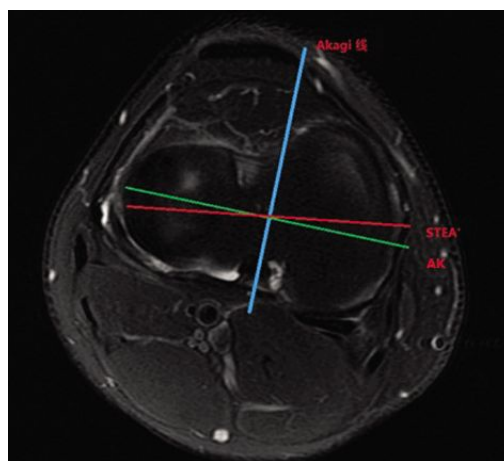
STEA 投射在胫骨侧 MRI 横断面图像上 STEA'。在胫骨侧 MRI 横断面图像标记 Akagi 线及其垂线 AK,测量 AK 和 STEA' 的夹角
